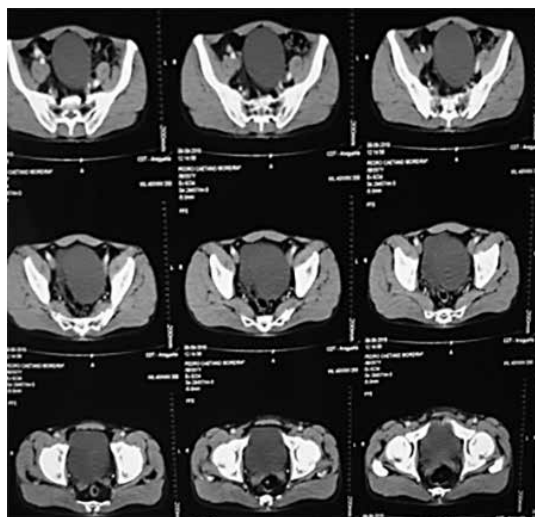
Tomografia computadorizada de abdome, com contraste que revelou nodulação hiperdensa de aspecto cístico, não captante de contraste, medindo 9,0 x 7,1 cm nos seus maiores eixos transversos, localizada no hipogástrio, sem aderência à bexiga.
